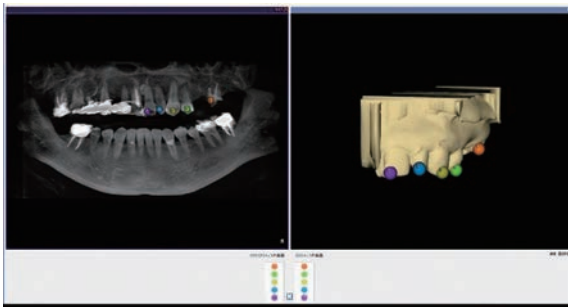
重ね合わせの作業。CTとCADデータの参考となる硬組織の位置を指定して計算させるため、アーチファクトや不良な光学印象に注意する。
